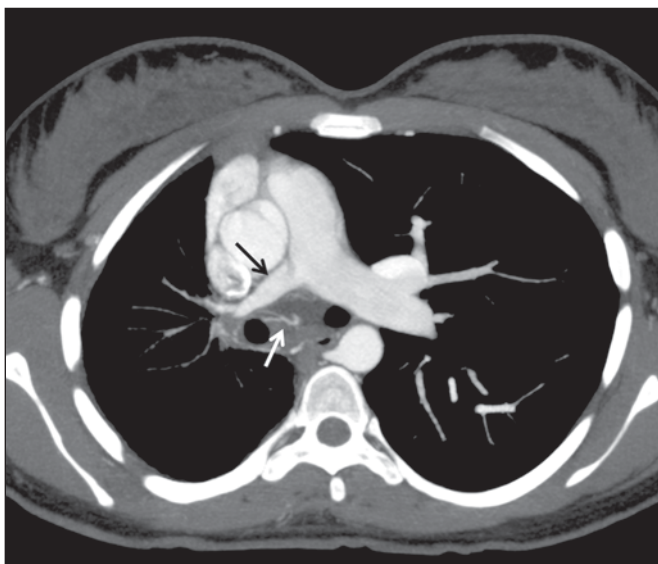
Reconstrução axial da tomografia computadorizada do tórax após contraste intravenoso com projeção de intensidade máxima (MIP) demonstrando redução do calibre da artéria pulmonar direita (seta preta) e proeminência das artérias brônquicas (seta branca).
